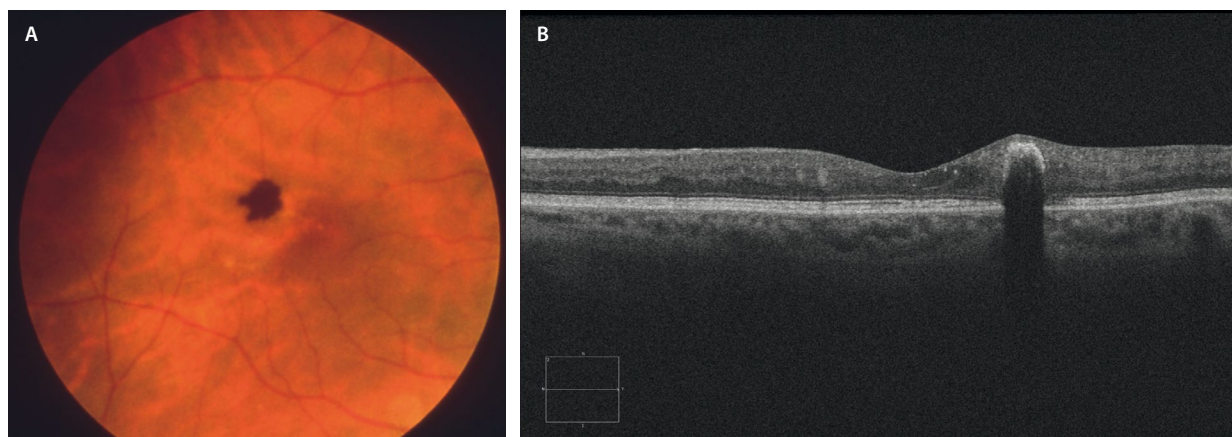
Hamartoma congénito simple del epitelio pigmentario de la retina. A) Lesión hiperpigmentada focal bien delimitada con bordes algo irregulares. B) En la tomografía de coherencia óptica se observa una migración del epitelio pigmentario de la retina hiperreflectivo a nivel de las capas internas de la retina.
